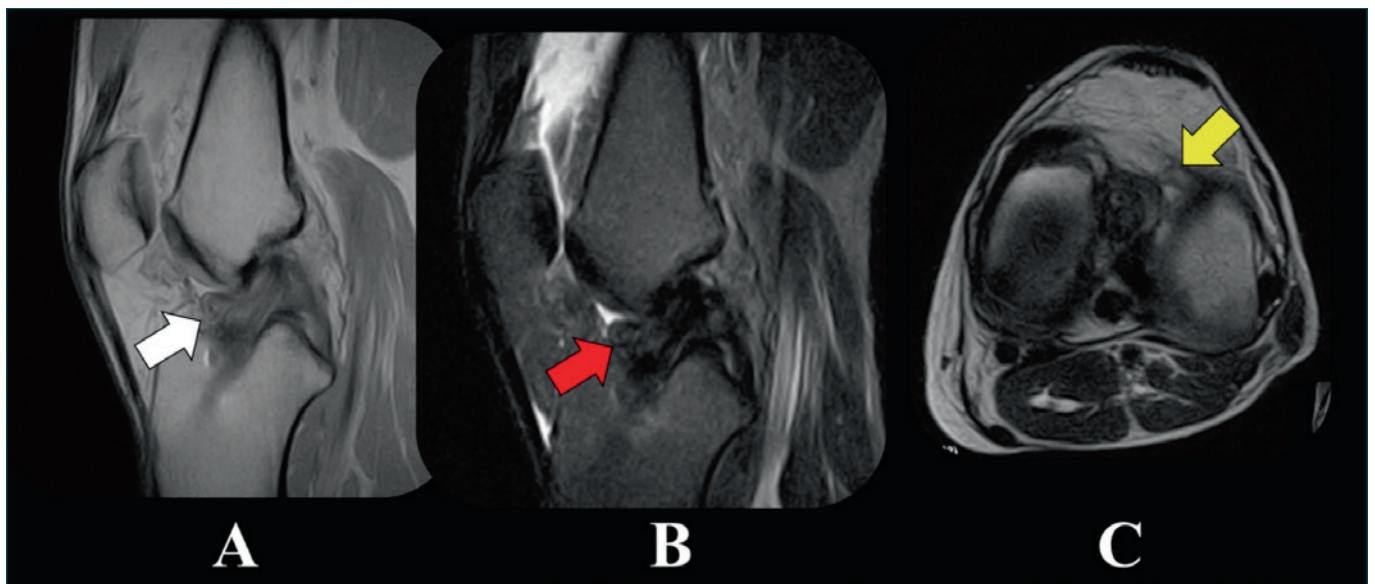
Immagini RMN. (A) Serie sagittale sequenza spin eco DP: la freccia bianca mette in evidenza la neoformazione pre LCA. Si segnala area di disomogeneità della porzione anteriore del neolegamento; (B) Serie sagittale sequenza STIR: la freccia rossa indica la neoformazione e si conferma area disomogenea del neolegamento; (C) Serie assiale sequenza Spin ecoT2: la freccia gialla mette in evidenza tessuto neoformato pre LCA.
